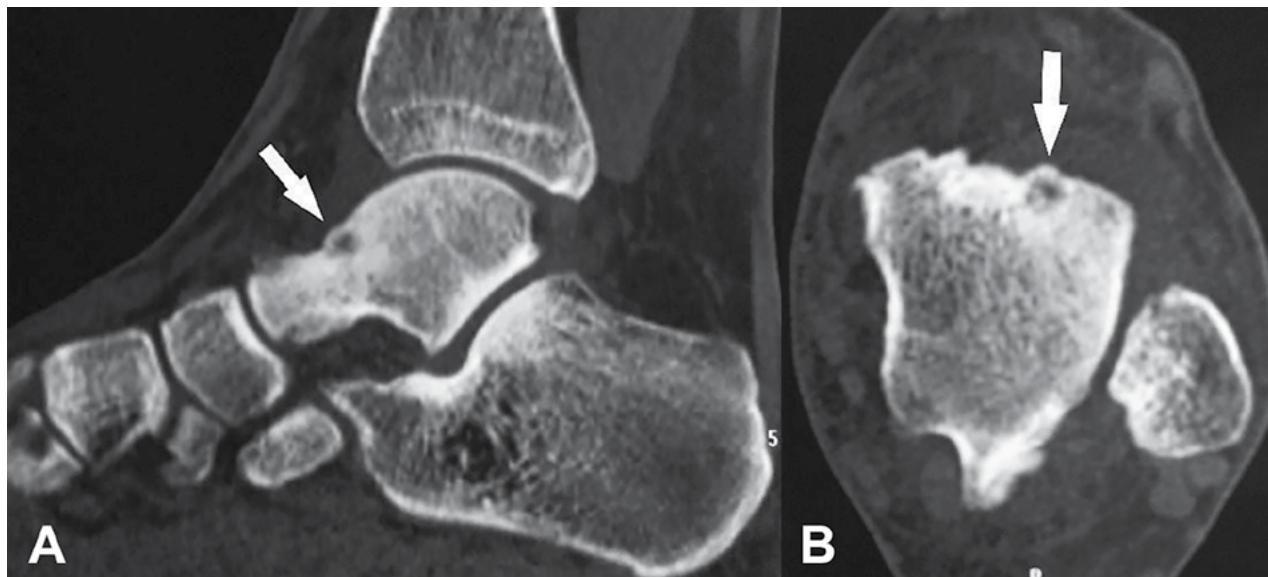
Tomografía computada de tobillo. A) Corte sagital. B) Corte axial. Flechas: lesiones osteolíticas compatibles con osteoma osteoide.
